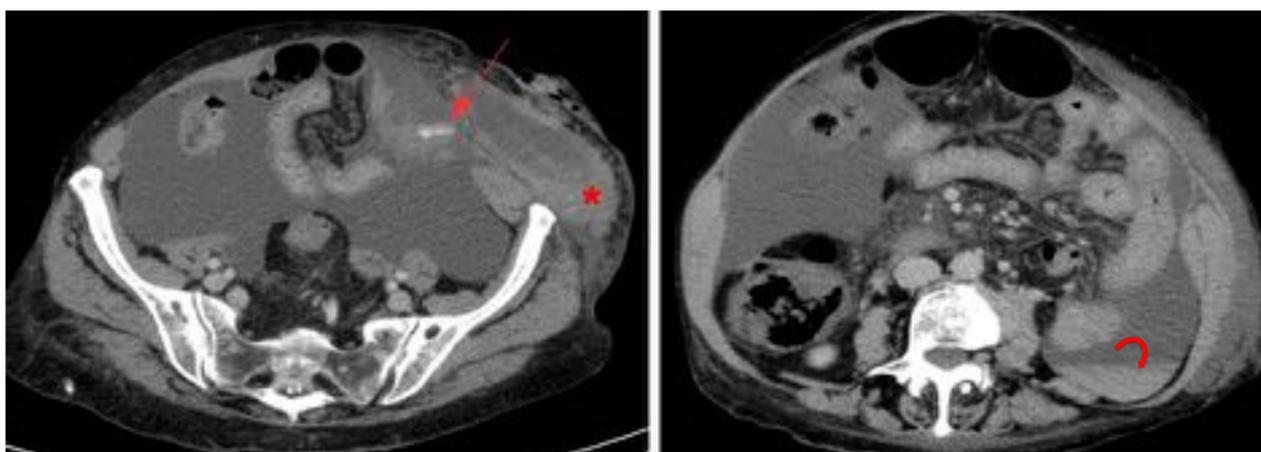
Mujer de 79 años con cirrosis hepática por VHC y fibrilación auricular en tratamiento con warfarina presenta shock hipovolémico por sangrado de rectos abdominales. TC multidetector en plano transversal. Punto de extravasación arterial de contraste en pared abdominal anterior izquierda a la altura de crestas ílicas correspondiente a sangrado de la arteria epigástrica inferior izquierda (flecha). En músculo oblicuo externo izquierdo existe una colección con nivel hemático-líquido en relación con hematoma de la pared (*). Ascitis con nivel hemático-líquido en áreas declives (hemoperitoneo, flecha curva).
